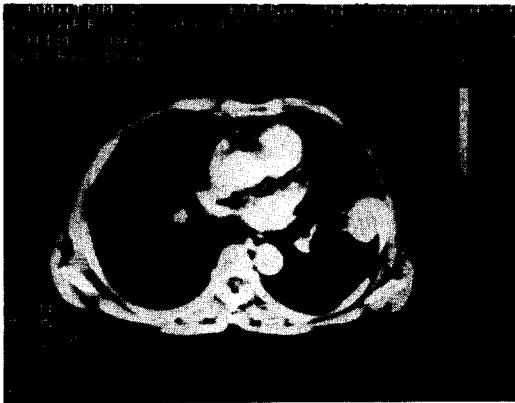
Chest CT scan shows round mass on inferior lingular segment of left upper lobe.
